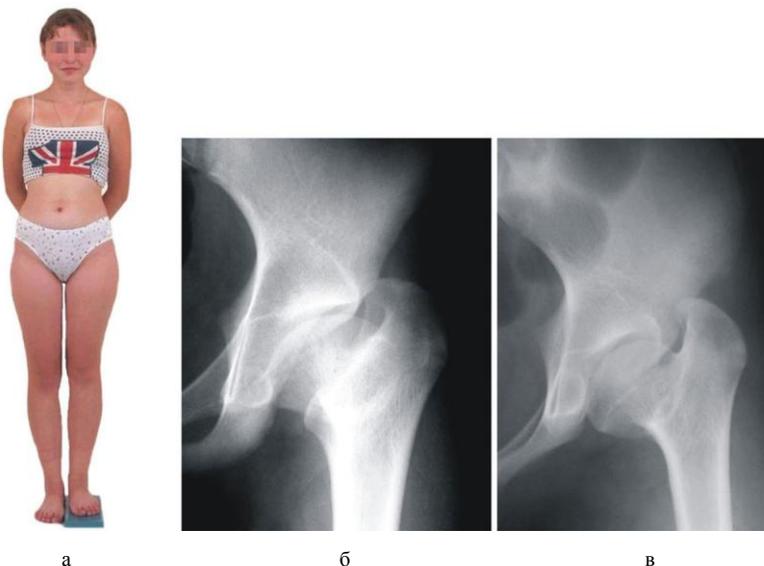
Фотография больной Ч., 14 лет до лечения (а) и ее рентгенограммы: переднезадняя проекция (б); при центрированном положении головки бедра (в)
